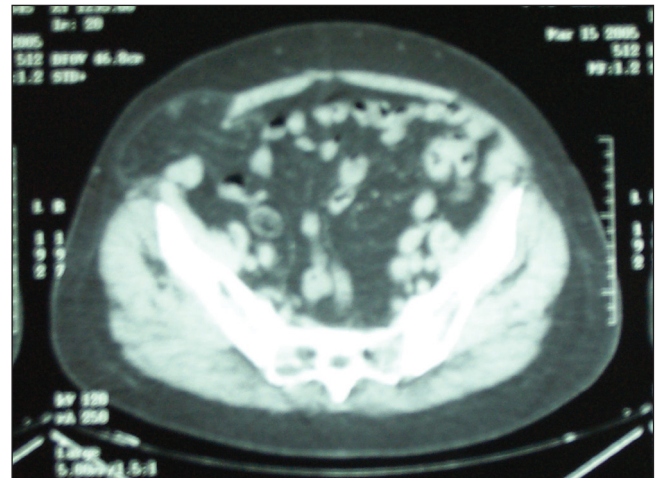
TAC abdominal. Hernia de pared abdominal a nivel de cicatriz de Pfannenstiel.
